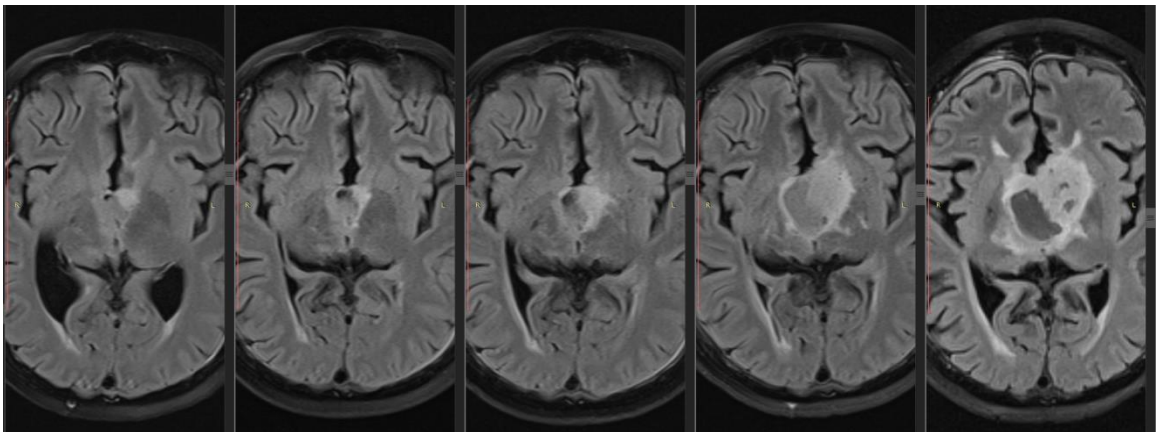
МРТ (flair) больной У. в динамике в течение года после лучевой терапии. Отмечается постепенное увеличение размера солидного фрагмента опухоли
